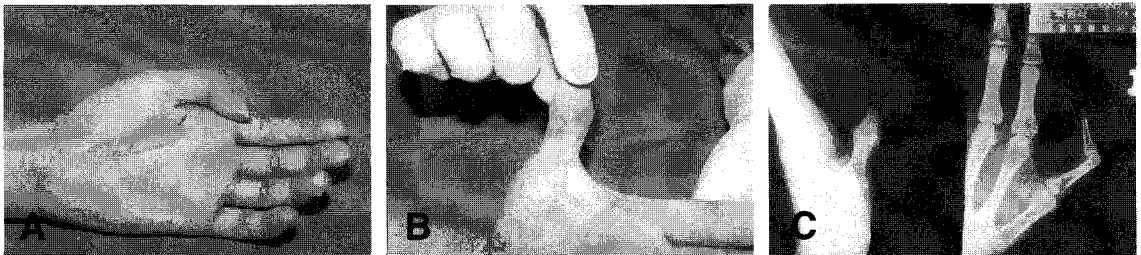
23-year-old male (A) The interphalangeal joint fixed 45 degrees flexion. (B) Cord like scar contracture appear at palmar side of thumb. (C) X-ray photograph of affected thumb.
